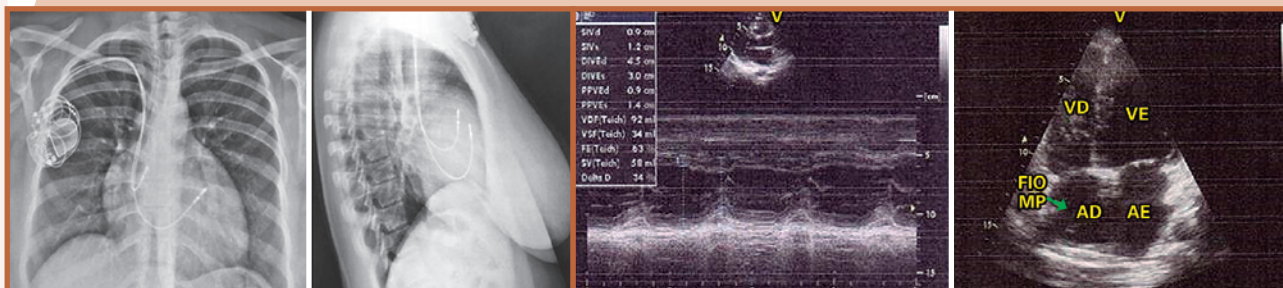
Radiografia de tórax no 1º mês de PO (24/05/2016).
